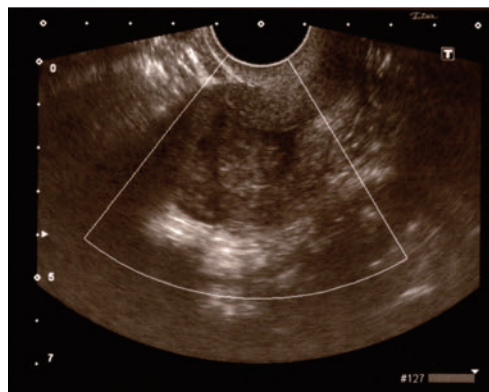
UAE後2日の経膈超音波断層法(カラードブラ法)
